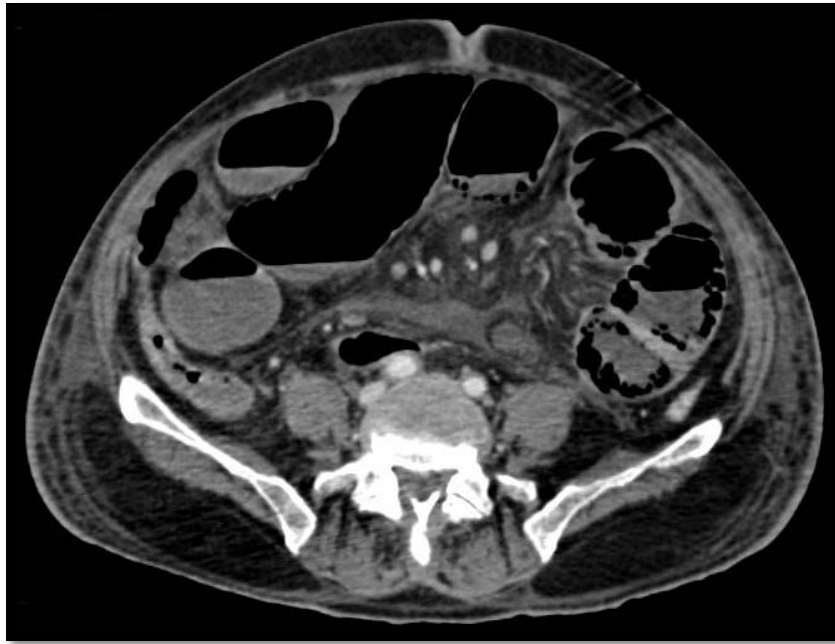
TDM abdominale sans injection de PDC montrant une occlusion mixte avec NHA coliques et grêliques
